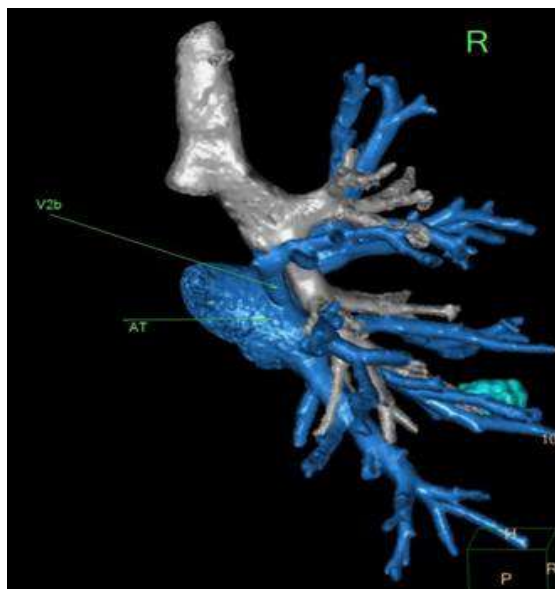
Впадение V^{2b} непосредственно в левое предсердие отдельным стволом (3D-реконструкция МСКТ) V^{2b} – приток задней сегментарной вены; АТ – левое предсердие
